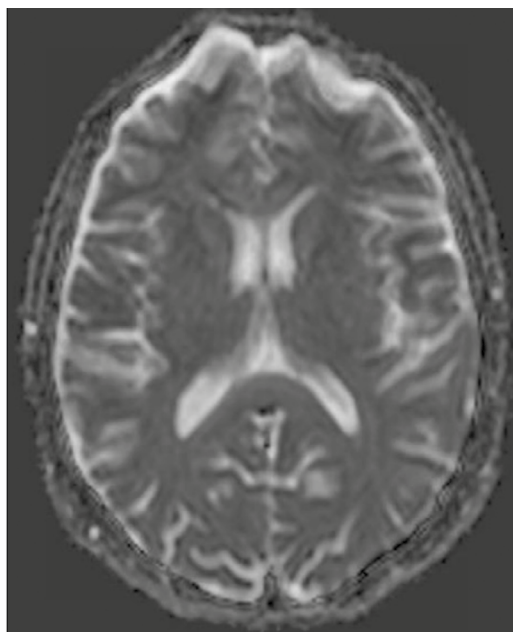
RM cerebral difusión (SWI/ADC): hiperintensidad del esplenio del cuerpo calloso en SWI, sin restricción.
